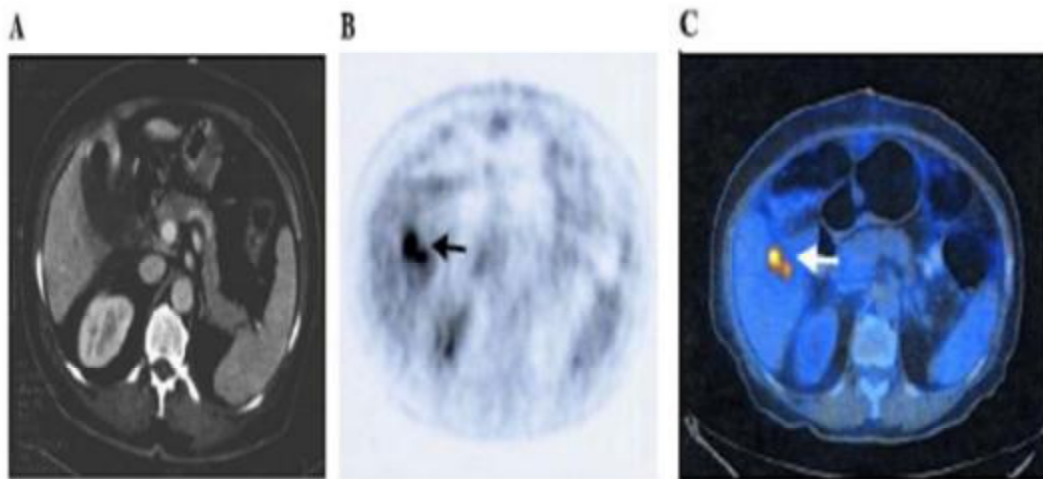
(A) une coupe TDM, (B) un PET et (C) un PET/Scan d'un patient présentant un cancer de la vésicule biliaire de découverte fortuite après cholécystectomie. Le Pet/Scan montre une accumulation du 18-FDG au niveau du parenchyme hépatique au contact du lit vésiculaire. Cette lésion n'a pas été mise en évidence par TDM seule [93].
